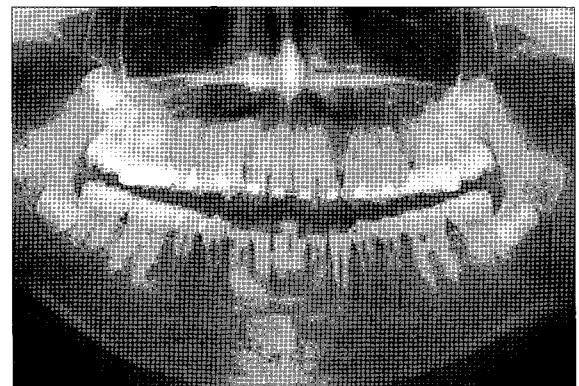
Panoramic radiograph of 2 years 6 months after orthodontic traction.
